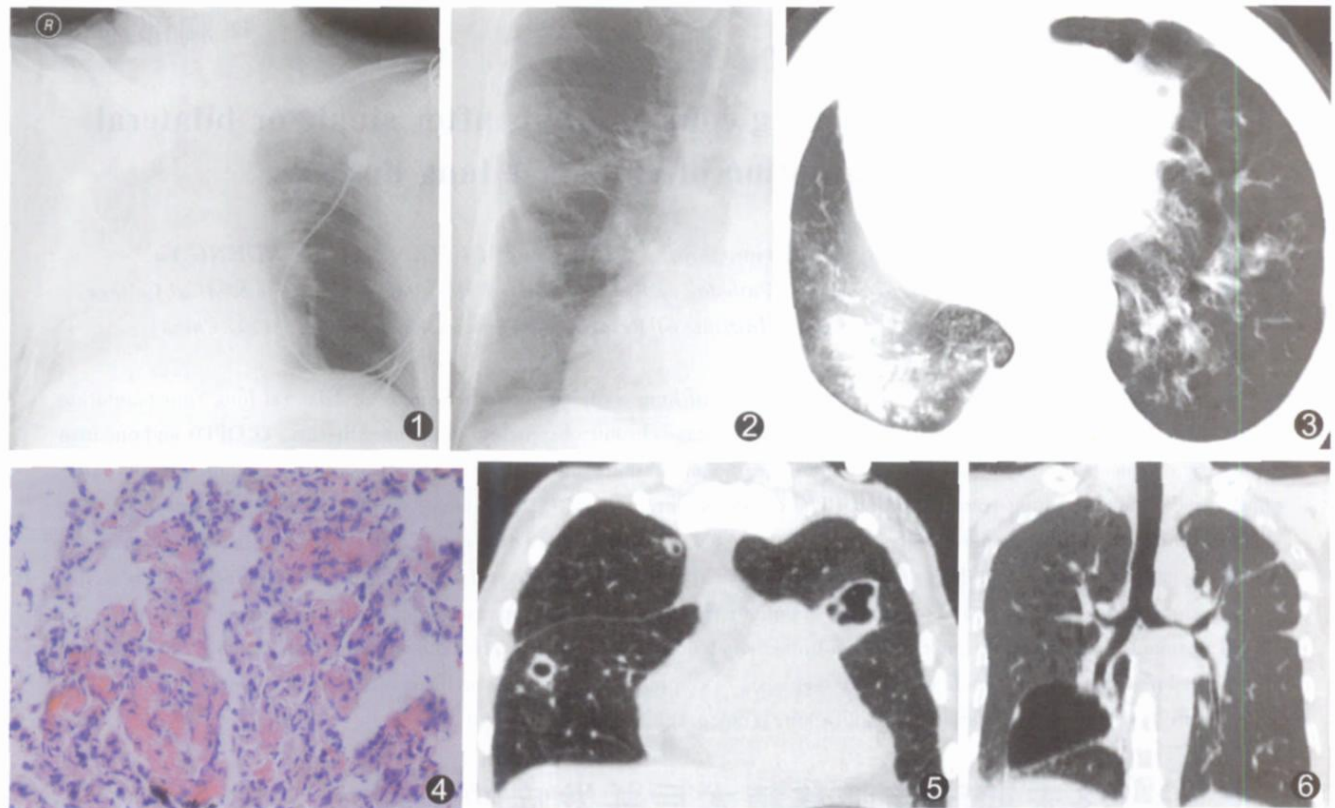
中毒性细支气管炎右移植肺术后 1 天 右肺呈弥漫全肺的大片浸润阴影, 肺门影被掩盖 图 2 COPD 并两肺多发性肺囊肿右肺移植术后 10 个月 胸片示右上、下肺小片状渗出阴影, 右上及下叶可见明显的间隔线增厚 图 3 同图 2 病例, CT 扫描示下叶基底段可见实变阴影(弯箭), 及间隔线增厚(三角形) 图 4 同图 2 病例, 中度急性排斥反应 A3B 级 HE 染色(40x) 血管周围和肺泡间隔单核细胞浸润伴有淋巴细胞性支气管炎和细支气管炎. 肺泡间隔增厚, 可见巨噬细胞 图 5 外周型肺腺鳞癌并双肺转移 双肺移植术后 1 个月, 16 排螺旋 CT 冠状面重建提示两肺多个大小不等厚壁空洞, 部分空洞内可见壁结节和液平面. 细菌培养结果为曲霉菌感染 图 6 COPD 并两肺多发性肺大泡患者, 左肺移植术后 2 月冠状面重建示左主支气管吻合口狭窄, 宽约 0.5cm
